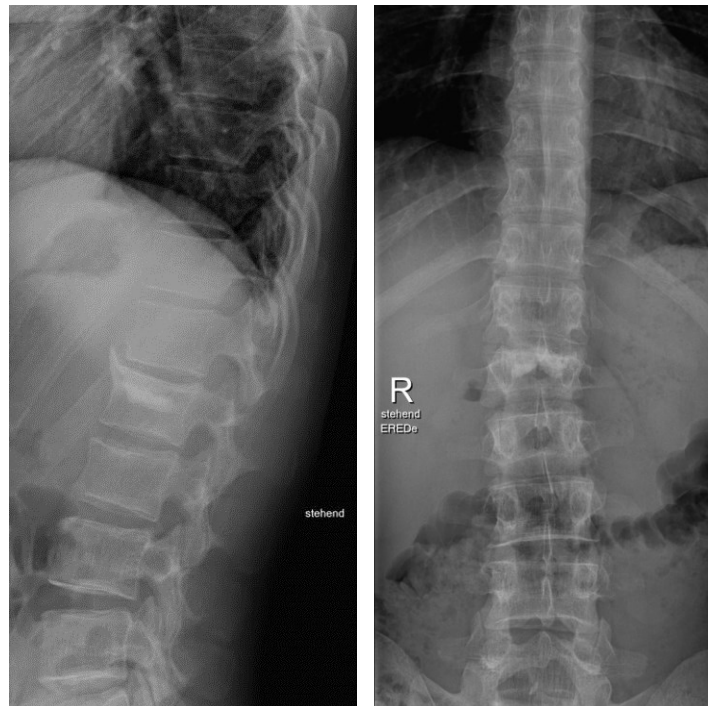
Röntgenaufnahmen 3,5 Jahre nach Metallentfernung
